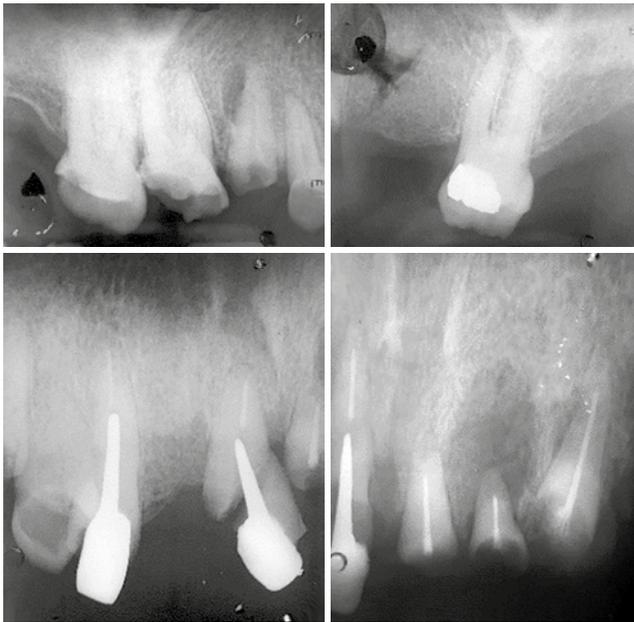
Radiografías periapicales: zona radiolúcida en OD 15,11 y 22.
